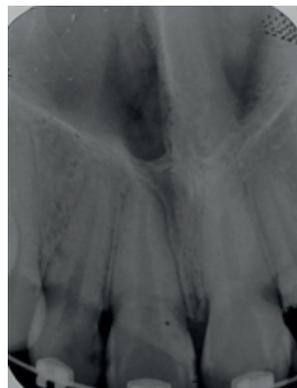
Radiografía inicial Imagen
